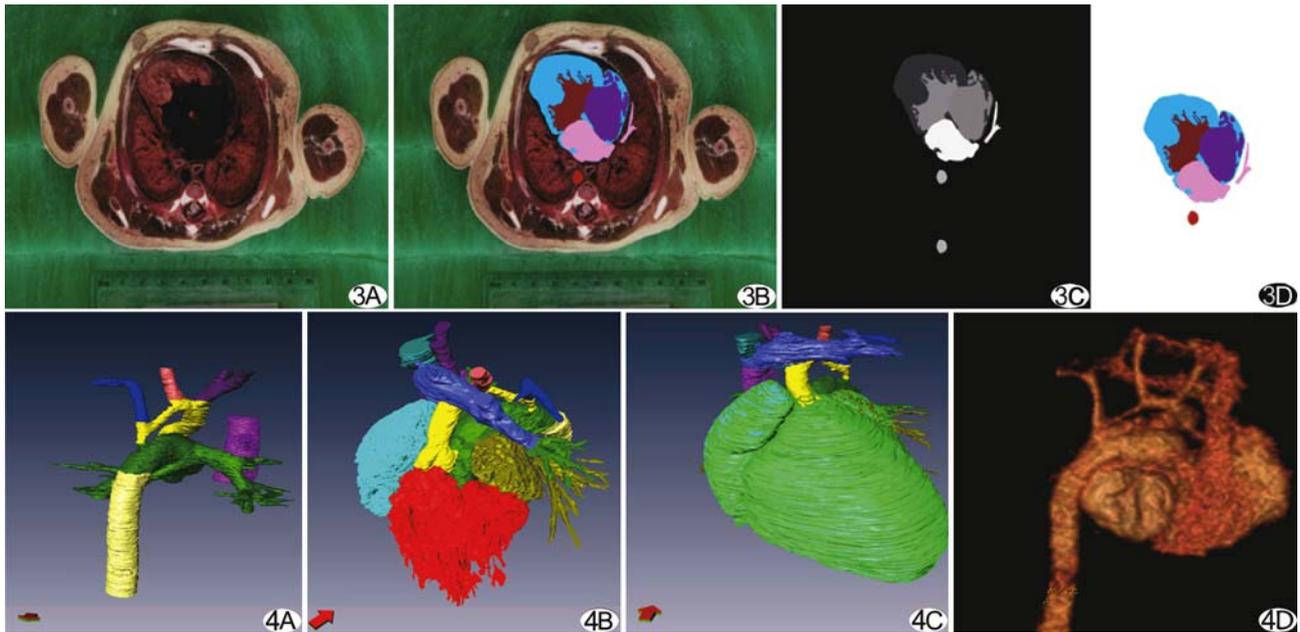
四腔心切面薄层解剖断面图像(A,层厚 0.2 mm)及心腔内各结构区域图像分割与后处理(B~D),提示单心室结构 图 4 重建的心脏及大血管模型,可以局部(A,主动脉弓自左颈总动脉以远明显狭窄)、小组(B,心内膜面重建图像显示双心房与单心室)或整体多角度清晰显示(C,心外膜面重建图像显示右心耳增大及心室外观异常),与 CT 重建的心脏影像高度一致(D)
